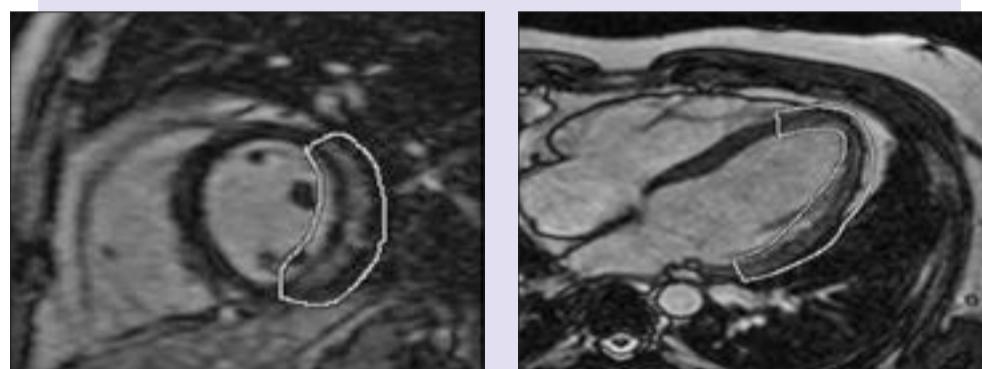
Данные МРТ сердца с контрастированием гадолинием при остром миокардите
